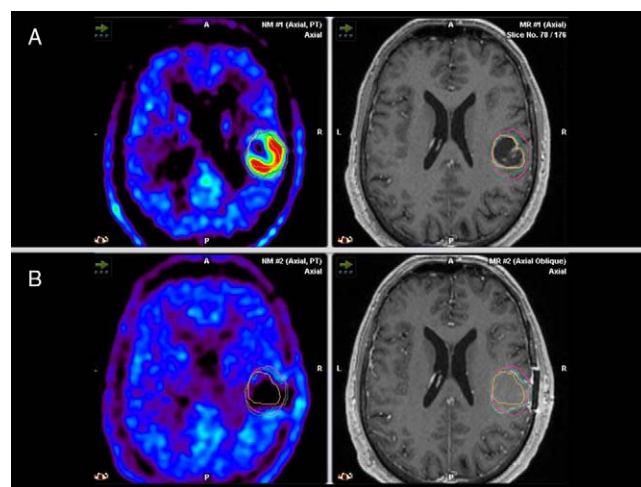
Imágenes integradas en el neuronavegador quirúrgico de PET con ¹¹C-metionina (izquierda) y RM T1 tras gadolinio (derecha) de un paciente con glioblastoma multiforme previas a la cirugía (A) y tras la intervención (B). Obsérvese cómo la extensión de la captación tumoral con ¹¹C-metionina es superior a la de la RM (A), y la comprobación de una resección completa en ambas modalidades de imagen (B).
